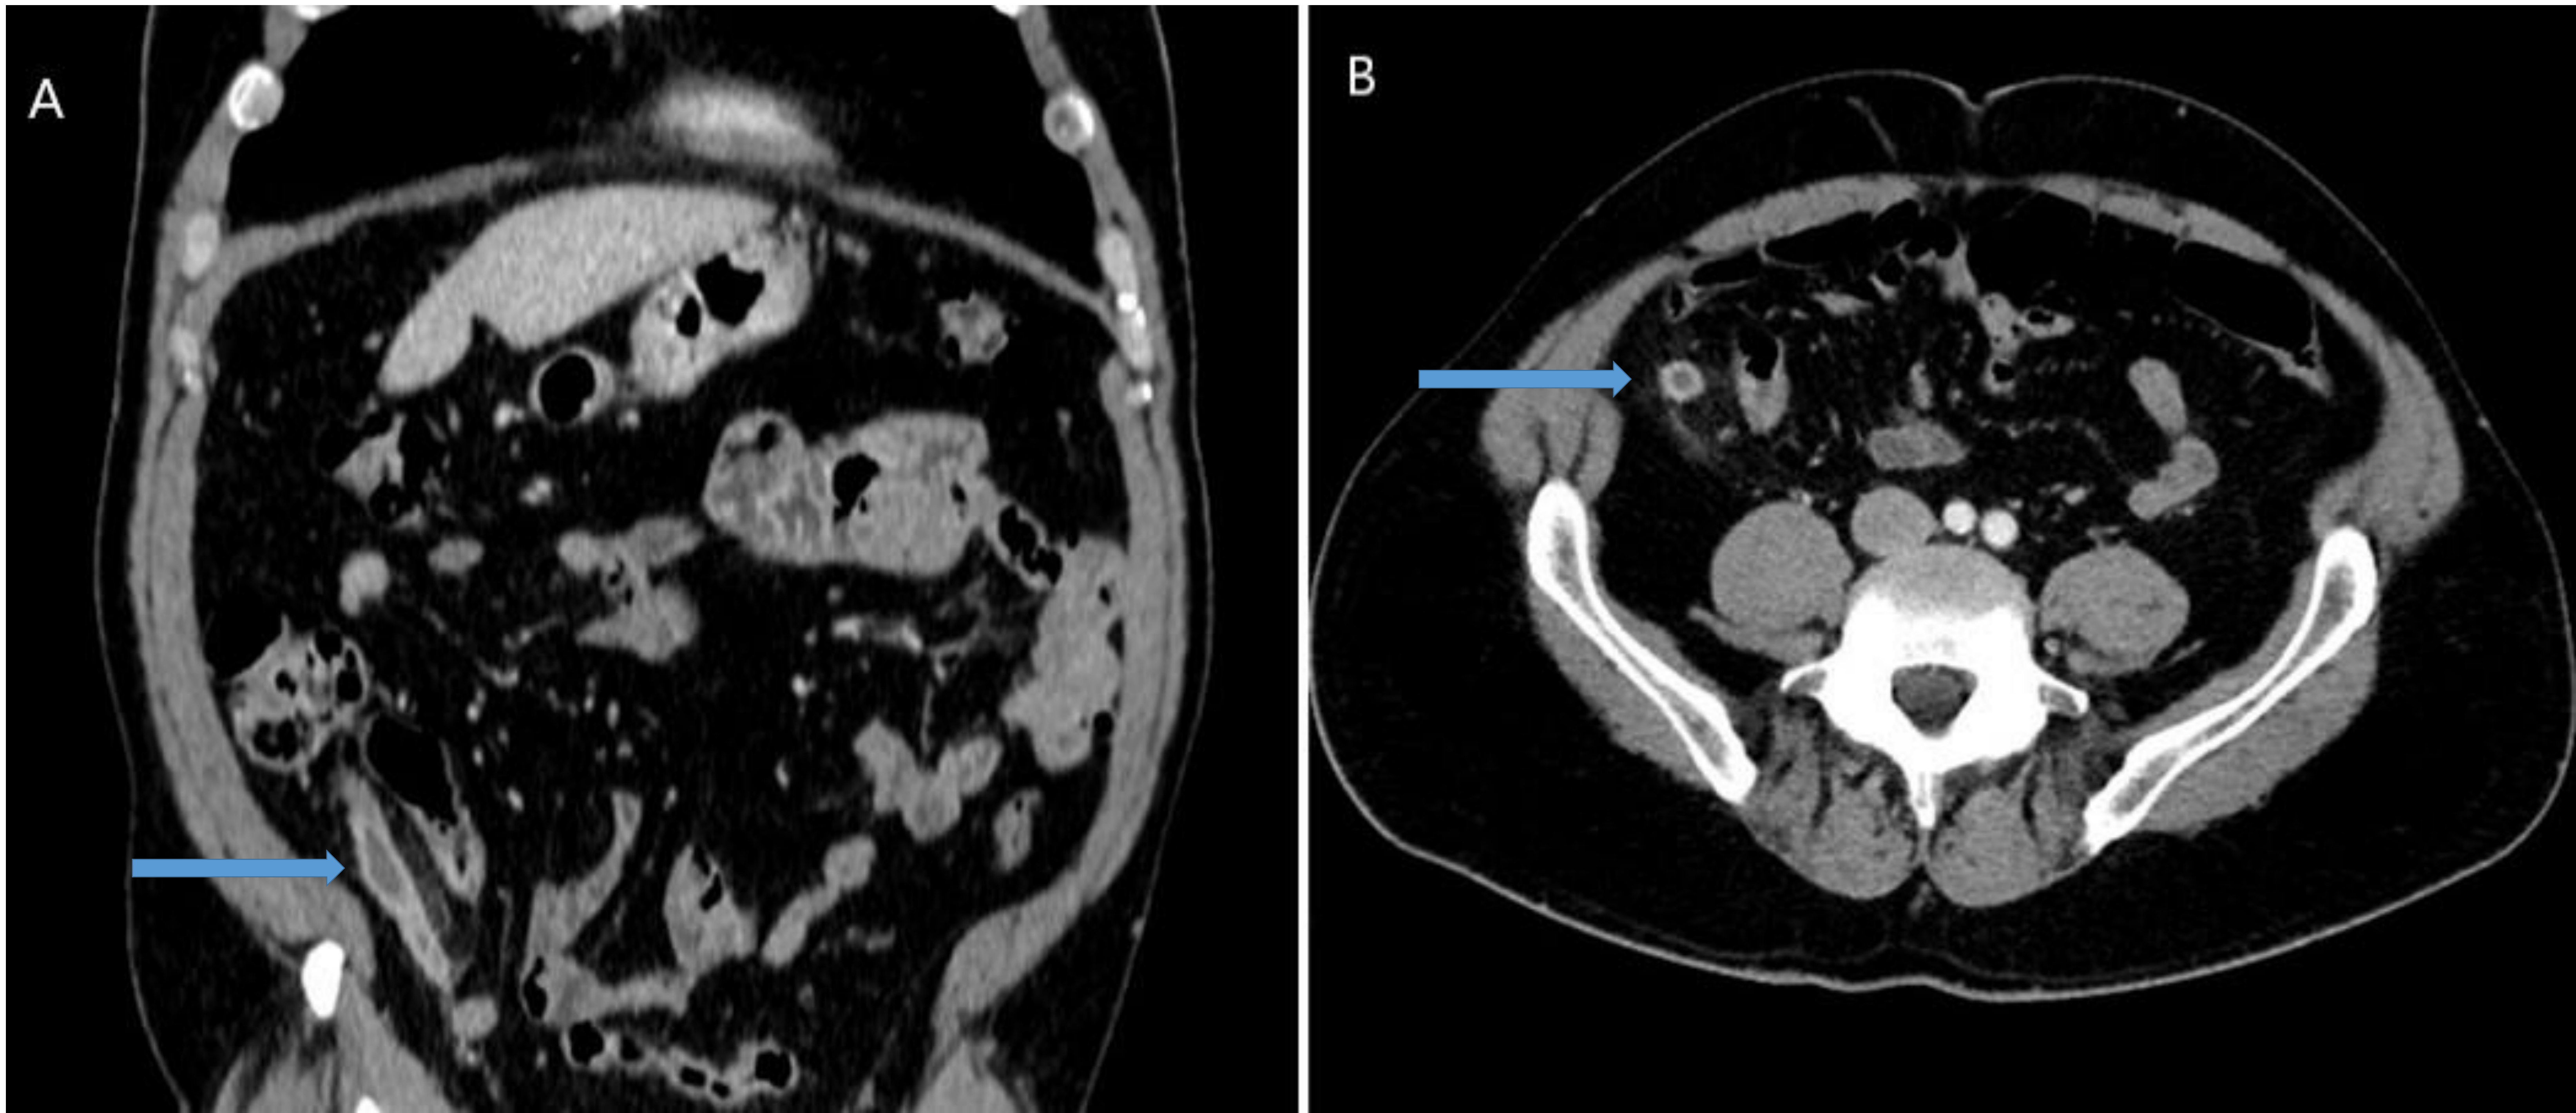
Apendicitis. Corte sagital (A) y corte axial (B) axial de TC abdómino-pélvico tras administración de contraste intravenoso. Apéndice aumentado de calibre, con un diámetro aproximado de 13 mm con engrosamiento y realce mural, asociando trabeculación de la grasa adyacente.
